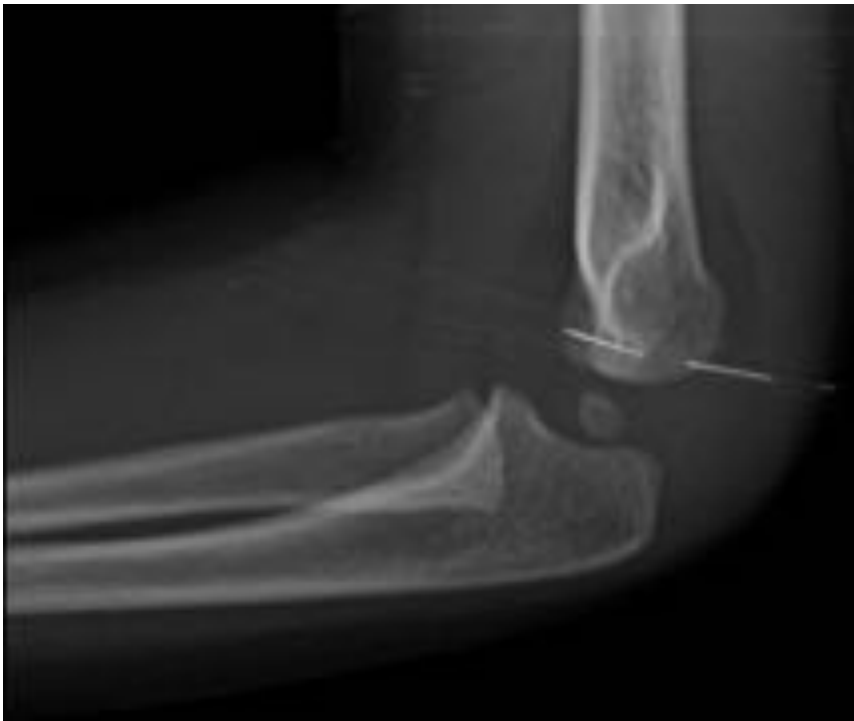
Radiografía lateral de codo. Imágenes radiolucidas adyacentes al tercio distal del húmero en relación con abombamiento de las almohadillas grasas anterior y posterior. Los hallazgos sugieren una fractura supracondílea aunque no se observe una línea de fractura.
